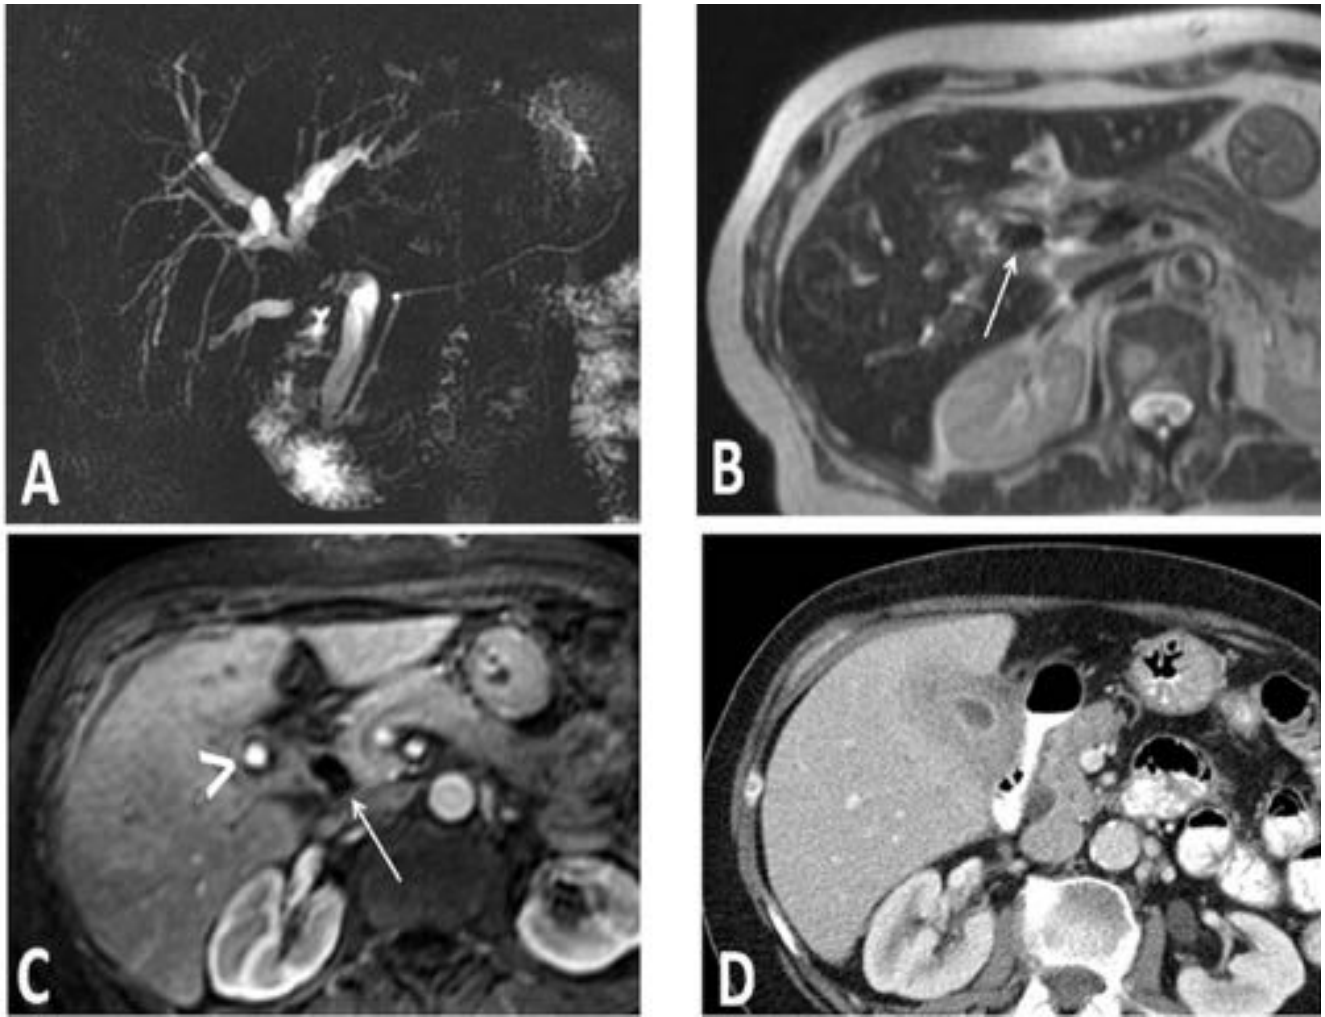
Síndrome de Mirizzi. (A). Colangiografía RM (corte grueso): dilatación de la vía biliar intrahepática con estenosis focal del colédoco. (B) Imagen de RM potenciada en T2: litiasis entre el cuello vesicular (flecha) y el conducto hepático común. (C) Estudio dinámico T1 con saturación grasa postcontraste (gadolinio): pseudoaneurisma de la arteria cística (punta de flecha). Colelitiasis en el cuello vesicular (flecha). (D). TC con contraste intravenoso: Colecistitis xantogranulomatosa.
